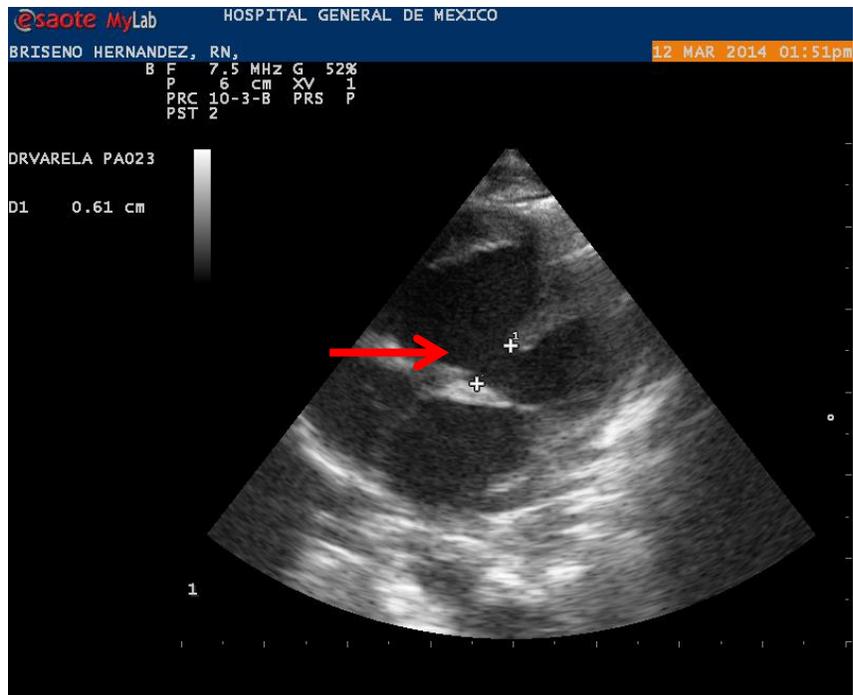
Ecocardiograma en vista de cuatro cámaras. Se aprecia interrupción de septum interventricular de gran tamaño.
